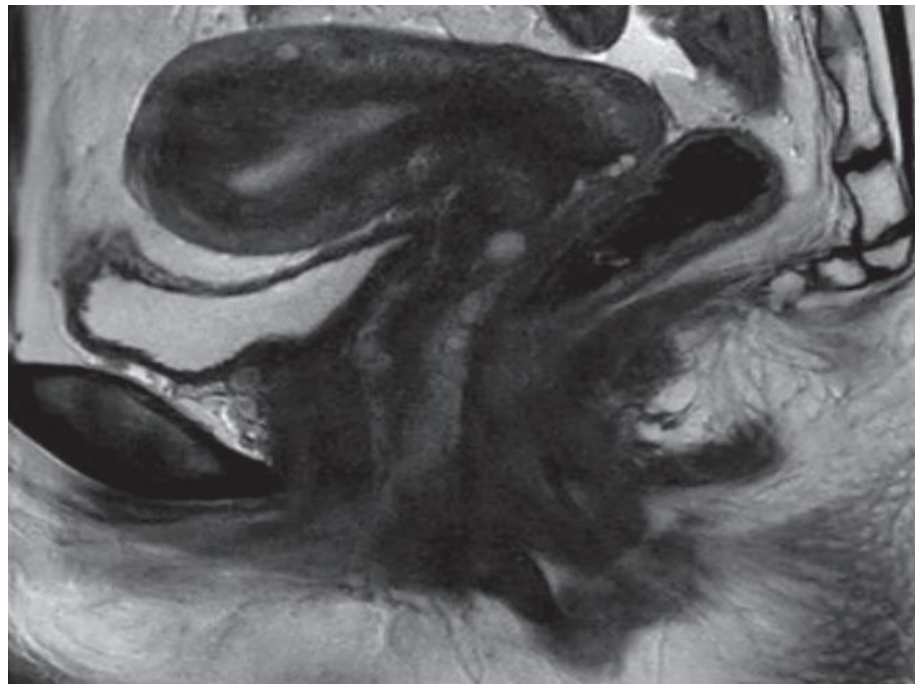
МРТ органів малого тазу пацієнтки 40 років (I група) із сполученим ураженням міометрія та ендометрія (аденоміоз+ГЕ)
